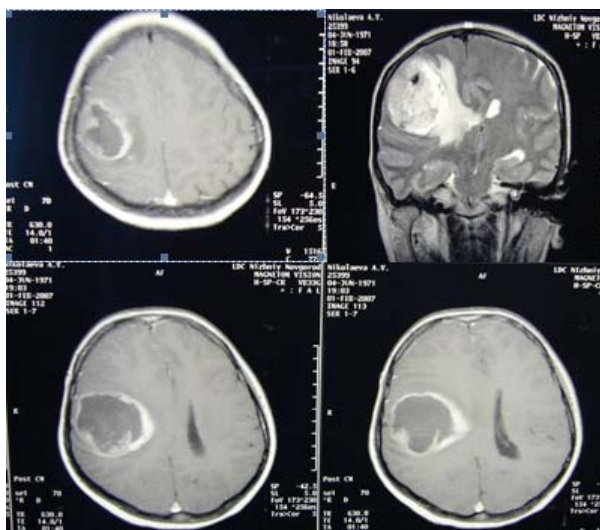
МРТ больной Н. от 01.02.07 – опухоль правой теменно-височной области 5,9X6,0X6,2 см. с явлением умеренного перифокального отека
